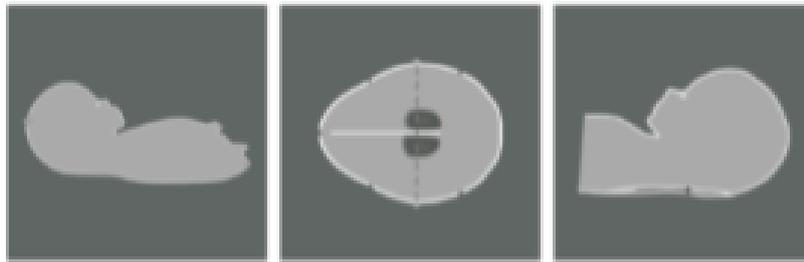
Silhouettes des images à fournir lors de l'échographie de dépistage du premier trimestre
